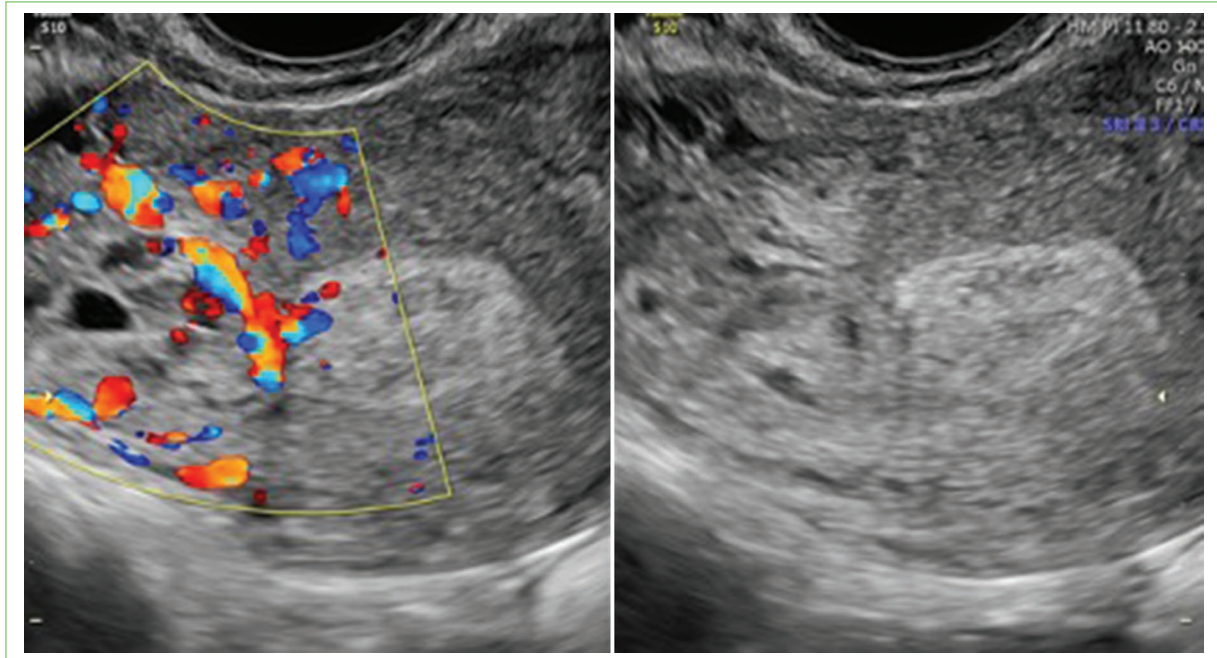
Imagen de ecografía transvaginal en la que se observa una gestación ectópica intersticial derecha.
